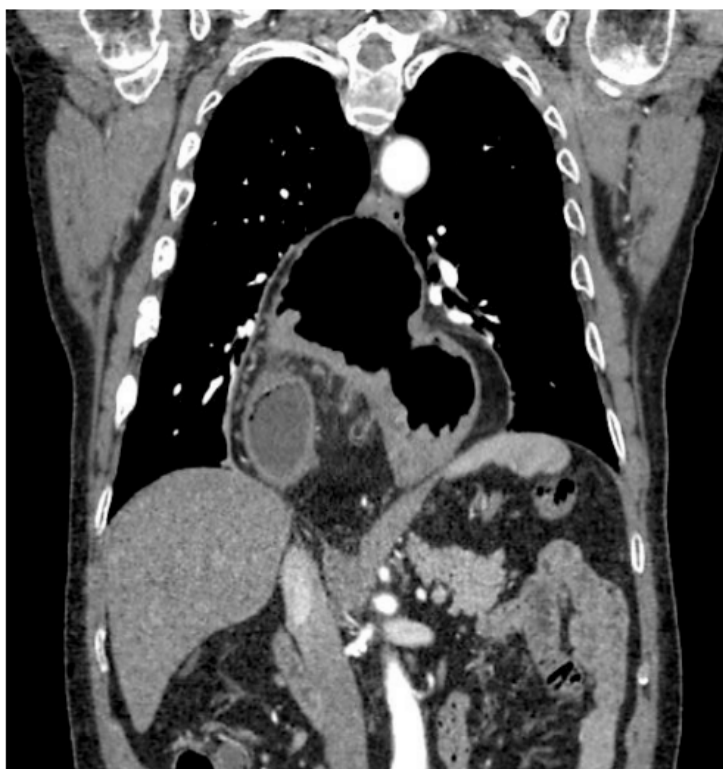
corte coronal de TC de tórax evidenciado estômago e delgado intratorácico, linfonodomegalia peritoneal, lesão em cardia e possíveis implantes hepáticos
